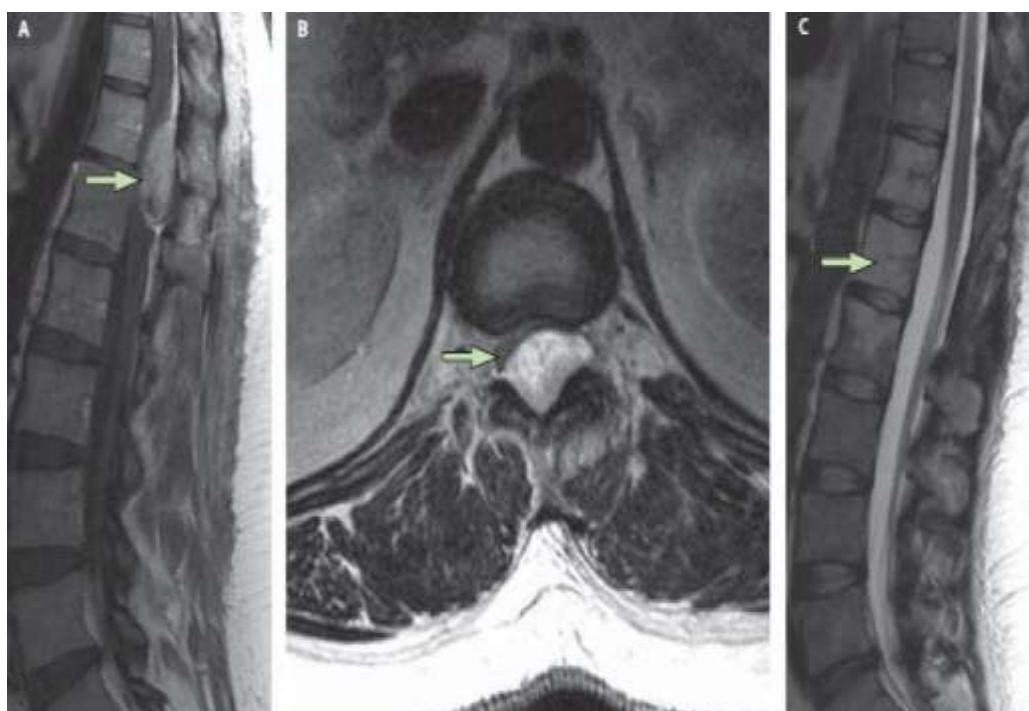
IRM dorso-lombaire préopératoire, coupe sagittale T1 (A) et transverse (B) objectivant une masse tumorale au niveau T12-L1. Le contrôle IRM post-opératoire (C) en coupe sagittale T2 montre la résection totale du Sarcome d'Ewing
